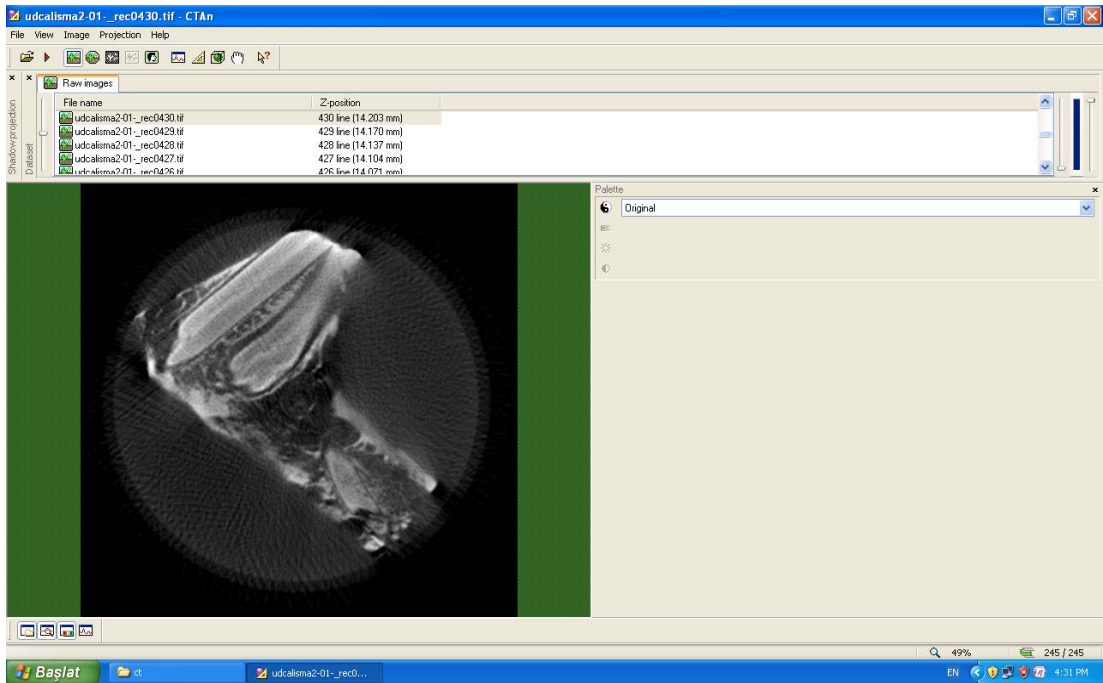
Araştırmada kullanılan SkyScan 1174 mikro tomografi cihazı ve CT-Vol analiz programı.
